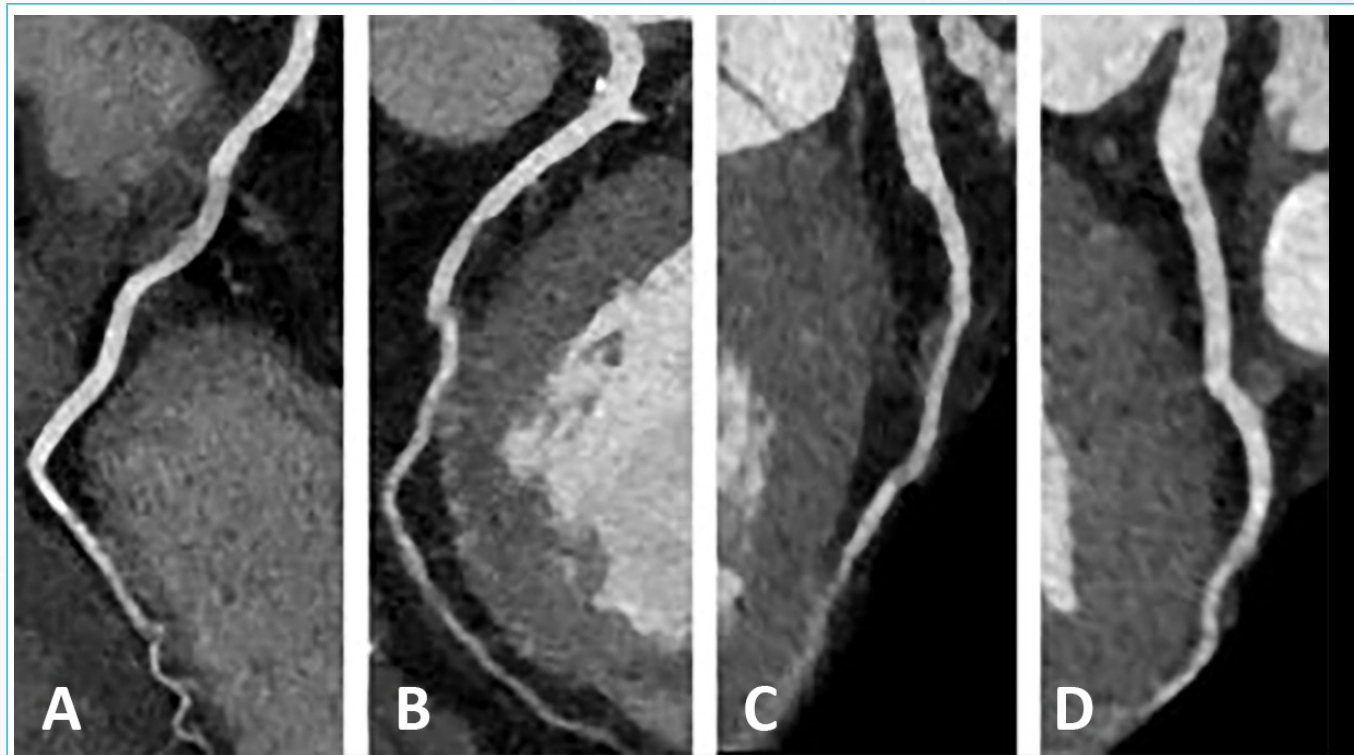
TC cardíaca. Estudio de coronarias. El estudio muestra un árbol coronario sin lesiones significativas. A: coronaria derecha. B: descendente anterior. C: primera rama diagonal. D: arteria circunfleja. El engrosamiento de la pared de la aorta rodea el origen de la coronaria derecha y el tronco común izquierdo, sin causar compresión extrínseca ni compromiso luminal.
